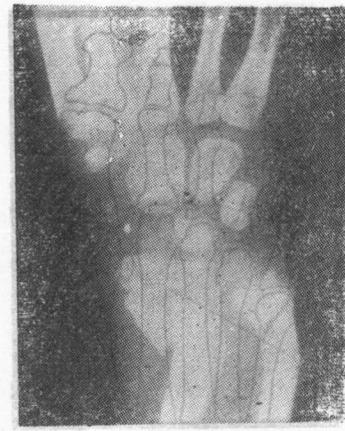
青枝骨折(2) 这是一张小儿腕关节的X线片,显示远端尺桡骨严重的青枝骨折。注意虽然骨折部位约成45°角,但在两个骨折端并没有失掉骨块的接触。临床所见的畸形,由清楚的软组织阴影所提示。
